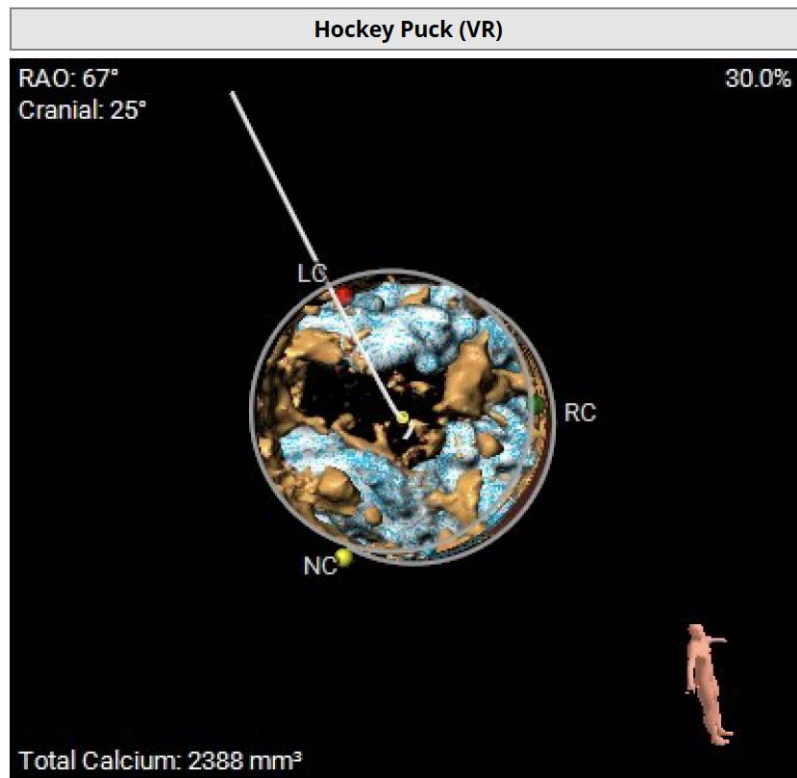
Imagen de TAC cardiaco que demuestra calcificación severa y fusión de las tres comisuras que orientan a etiología reumática con válvula funcionalmente unicúspide
